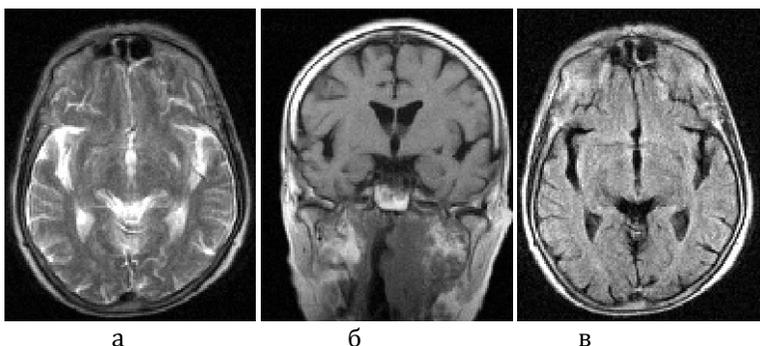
МРТ головного мозга больного М., T2-ВИ, аксиальная проекция (а), T1-ВИ, фронтальная проекция (б), FLAIR-ИП, аксиальная проекция (в). В левом лентиккулярном ядре визуализируется лакунарная киста
